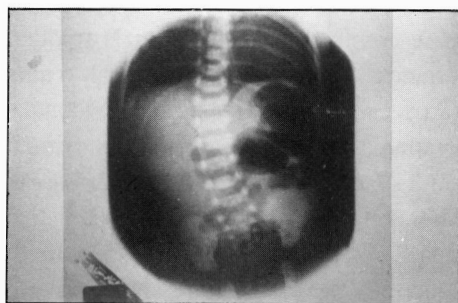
Radiografia de abdômen efectuada no pré-operatório.
